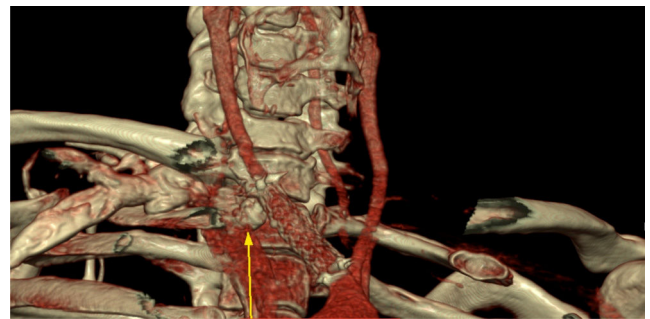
Angiotomografía de control a los 18 meses. Stent y oclusor (flecha). Exclusión completa.
